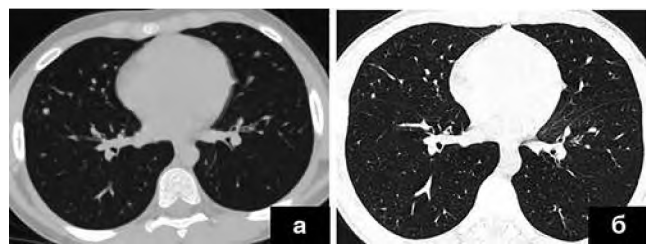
а, б. КТ ОГК пациента А., 11 лет (а – до лечения, б – через 9 мес. химиотерапии).
